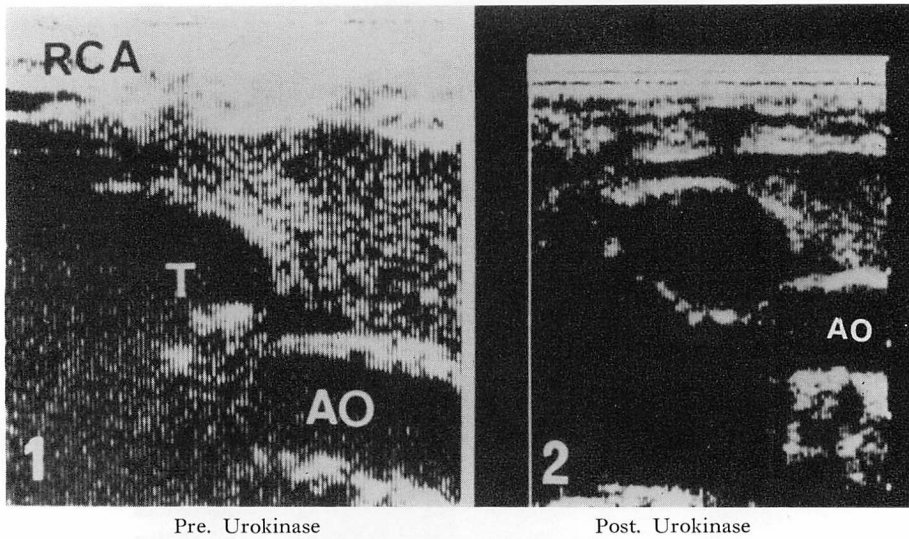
Two-dimensional echocardiograms of intracoronary thrombus before and after Urokinase injection (Case 3: 1.7-year-old boy).
